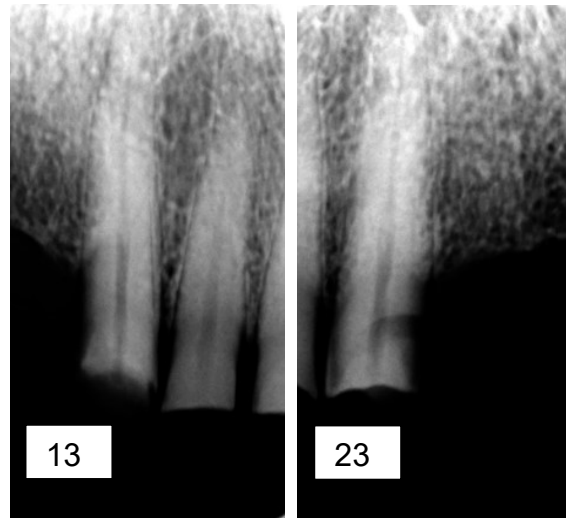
Radiografia dos dentes pilares 13 e 23
